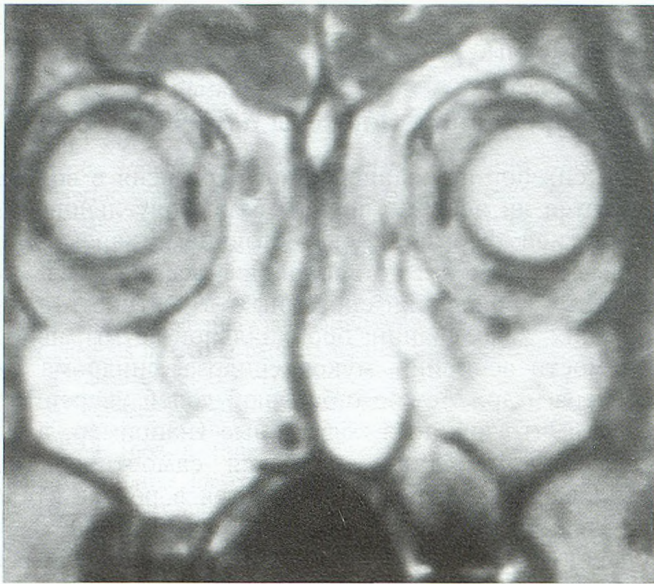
Диффузный полипоз — МРТ, режим T2, коронарная проекция: тотальное поражение всех ОНП.
